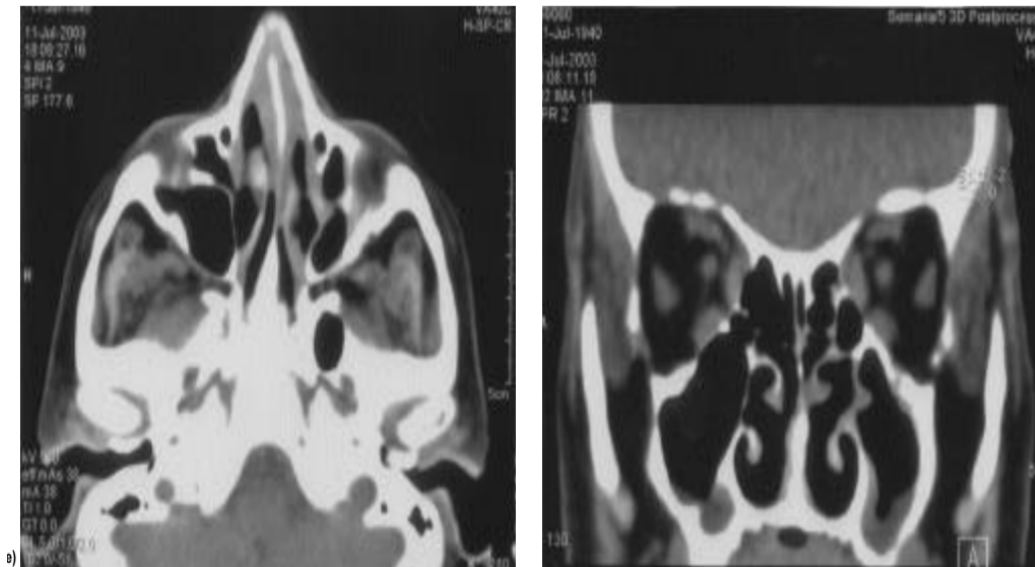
TDM Naso sinusienne d'une femme de 62 ans atteinte de granulomatose de Wegener(22)
